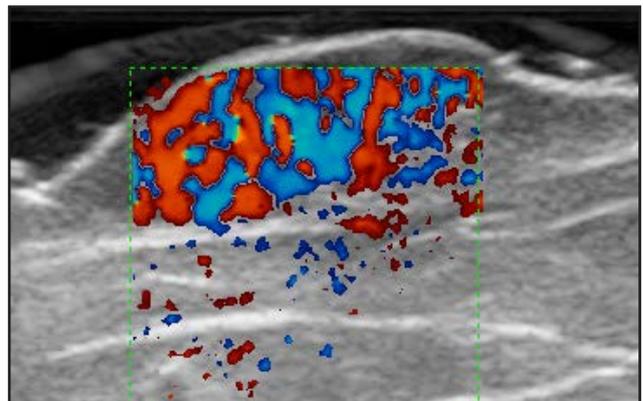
Doppler color: aumento significativo de la densidad vascular. Cortesía Dr. Alfageme.
